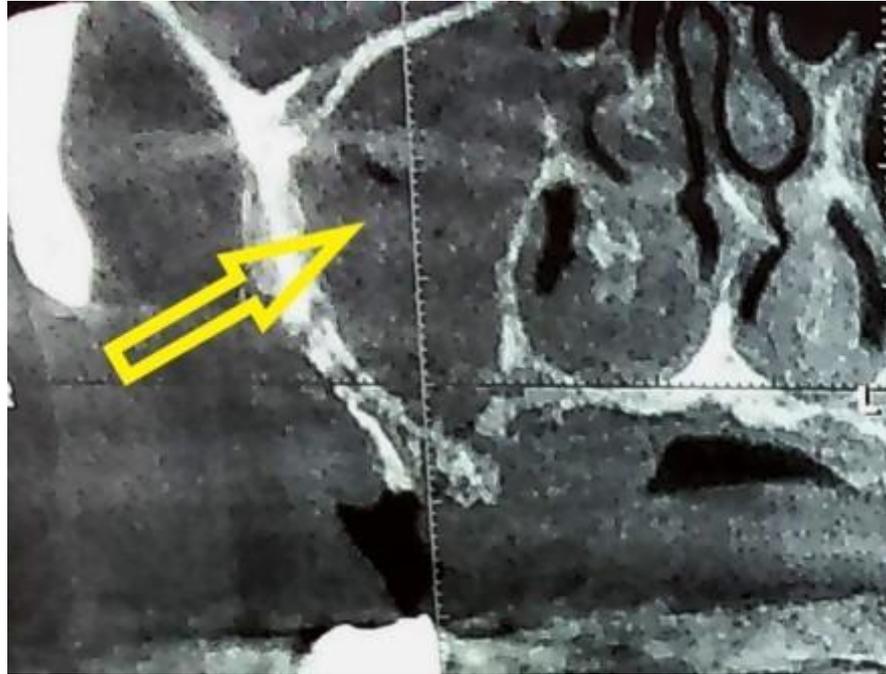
Рентгенологическая картина верхнечелюстного синусита при токсическом остеонекрозе верхней челюсти
